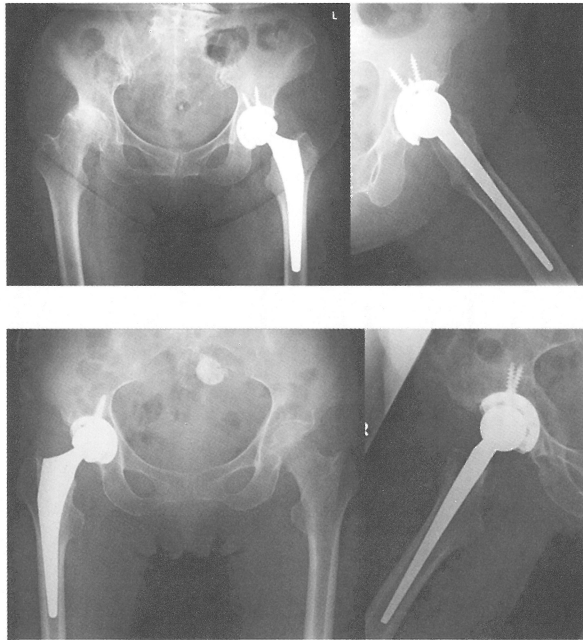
術後単純X線 ステムアライメント良好例（上図）と不良例（下図）
